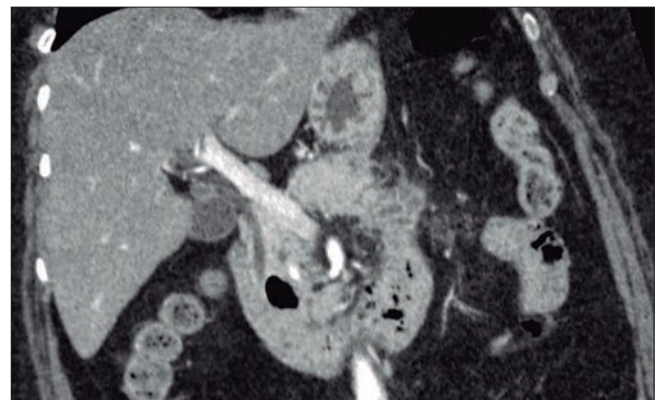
Tomografía Computada con reconstrucción axial de abdomen con contraste endovenoso.
